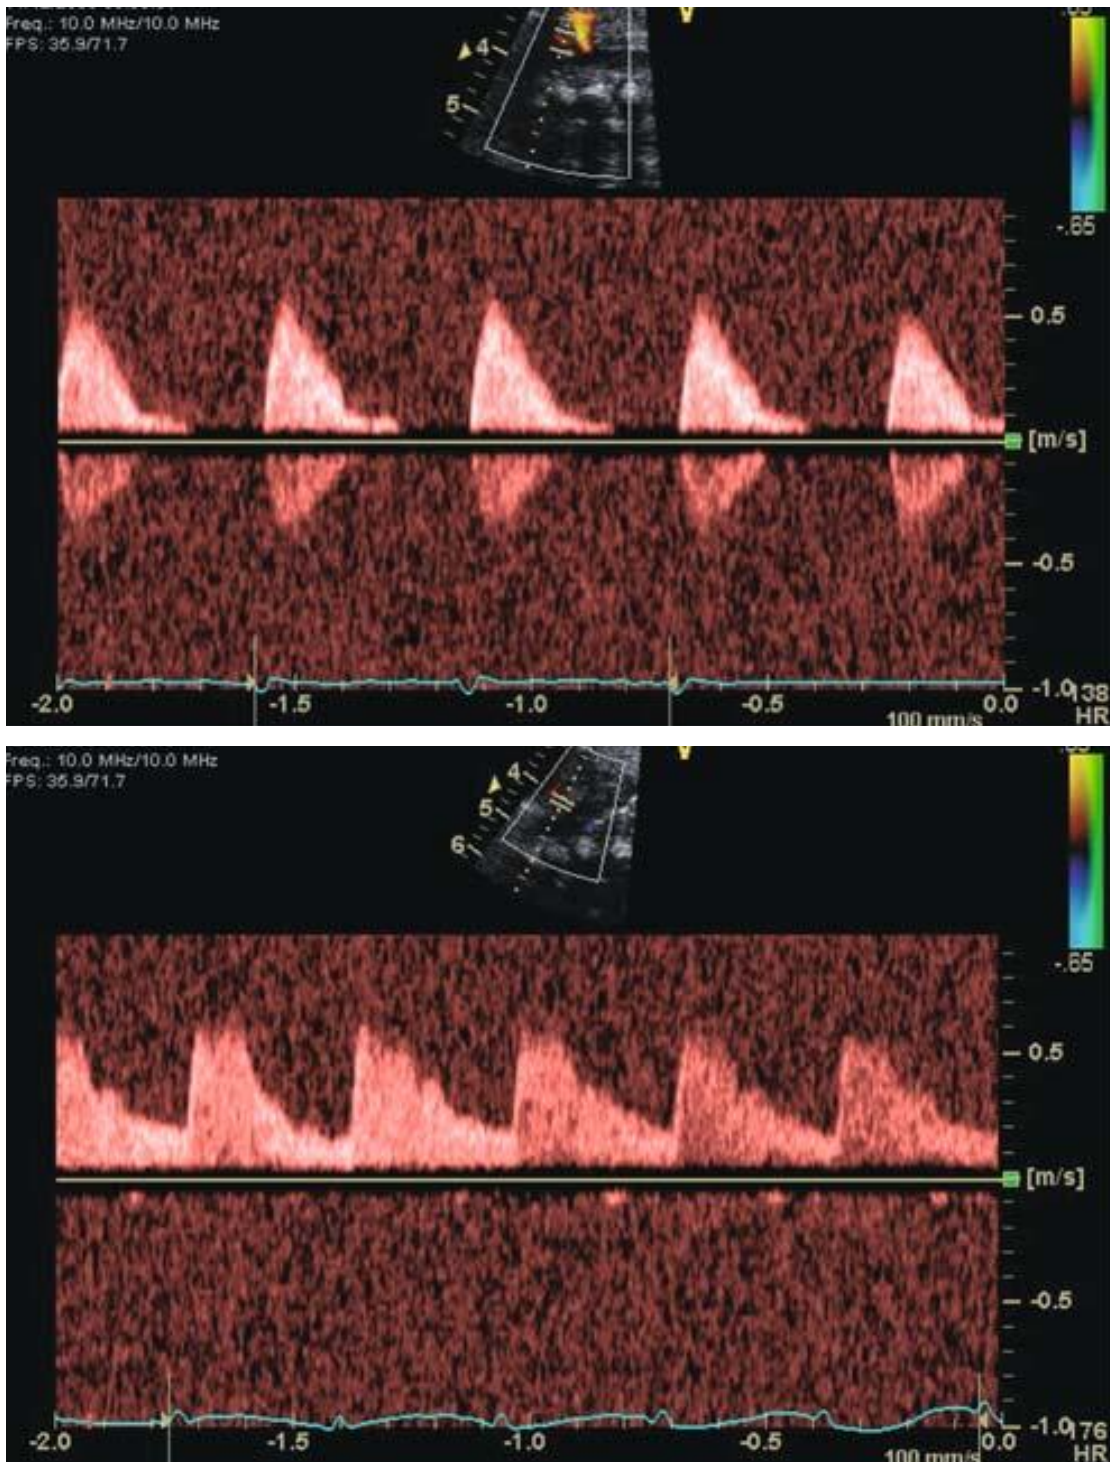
Doppler pulsado de arteria mesentérica superior que muestra un flujo diastólico ausente (arriba) en el contexto de un ductus hemodinámicamente significativo y un flujo diastólico normal (abajo) luego del cierre quirúrgico del ductus.
